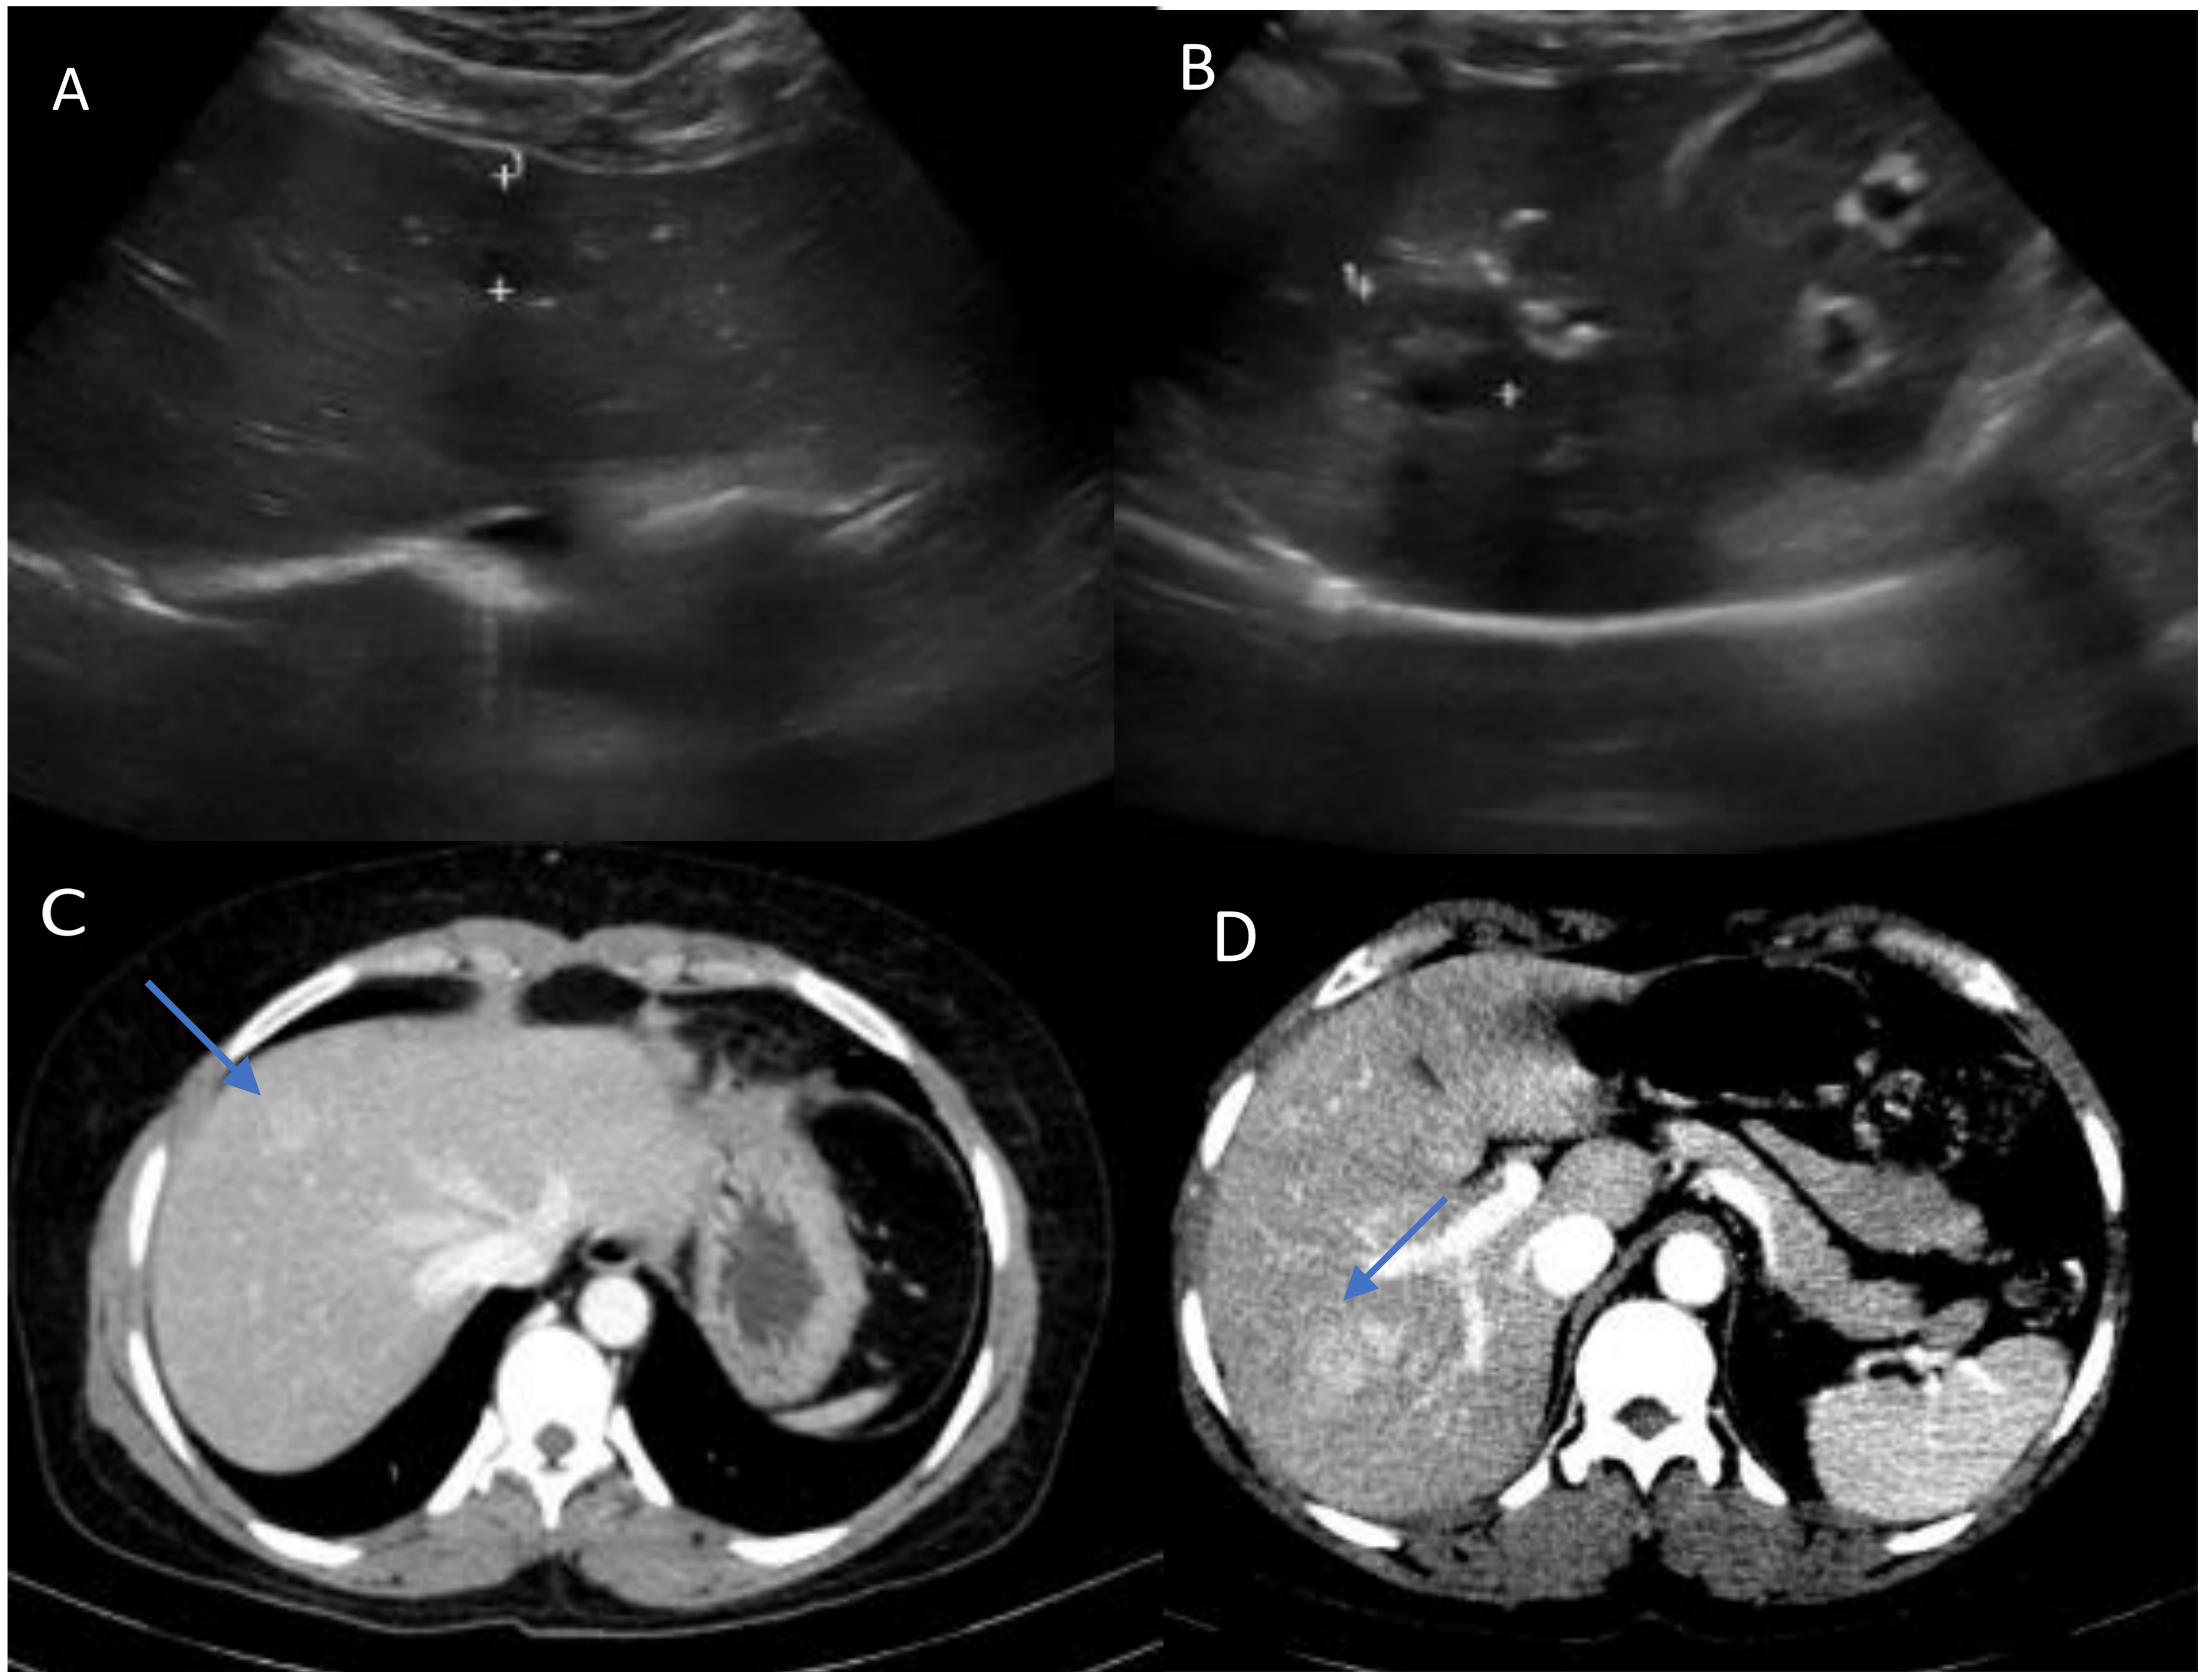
Paciente valorado en urgencias por dolor abdominal agudo, fiebre y aumento de deposiciones abdominal en las 72 hs. previas. Imágenes A y B: Ecografía abdominal. Se observan 2 lesiones focales en diana hiperecogénicas en su centro con periferia hipoecogénica en segmento IV y VII,, se amplía estudio por sospecha de LOES hepáticas a través de RM hepática. Imágenes C y D: TC de abdomen practicada 3 años antes a la ecografía realizada; donde ya se visualizaban las lesiones nodulares hipercaptantes de aspecto hipervascular en segmentos IVa /VIII y segmento VI (flechas azules).
